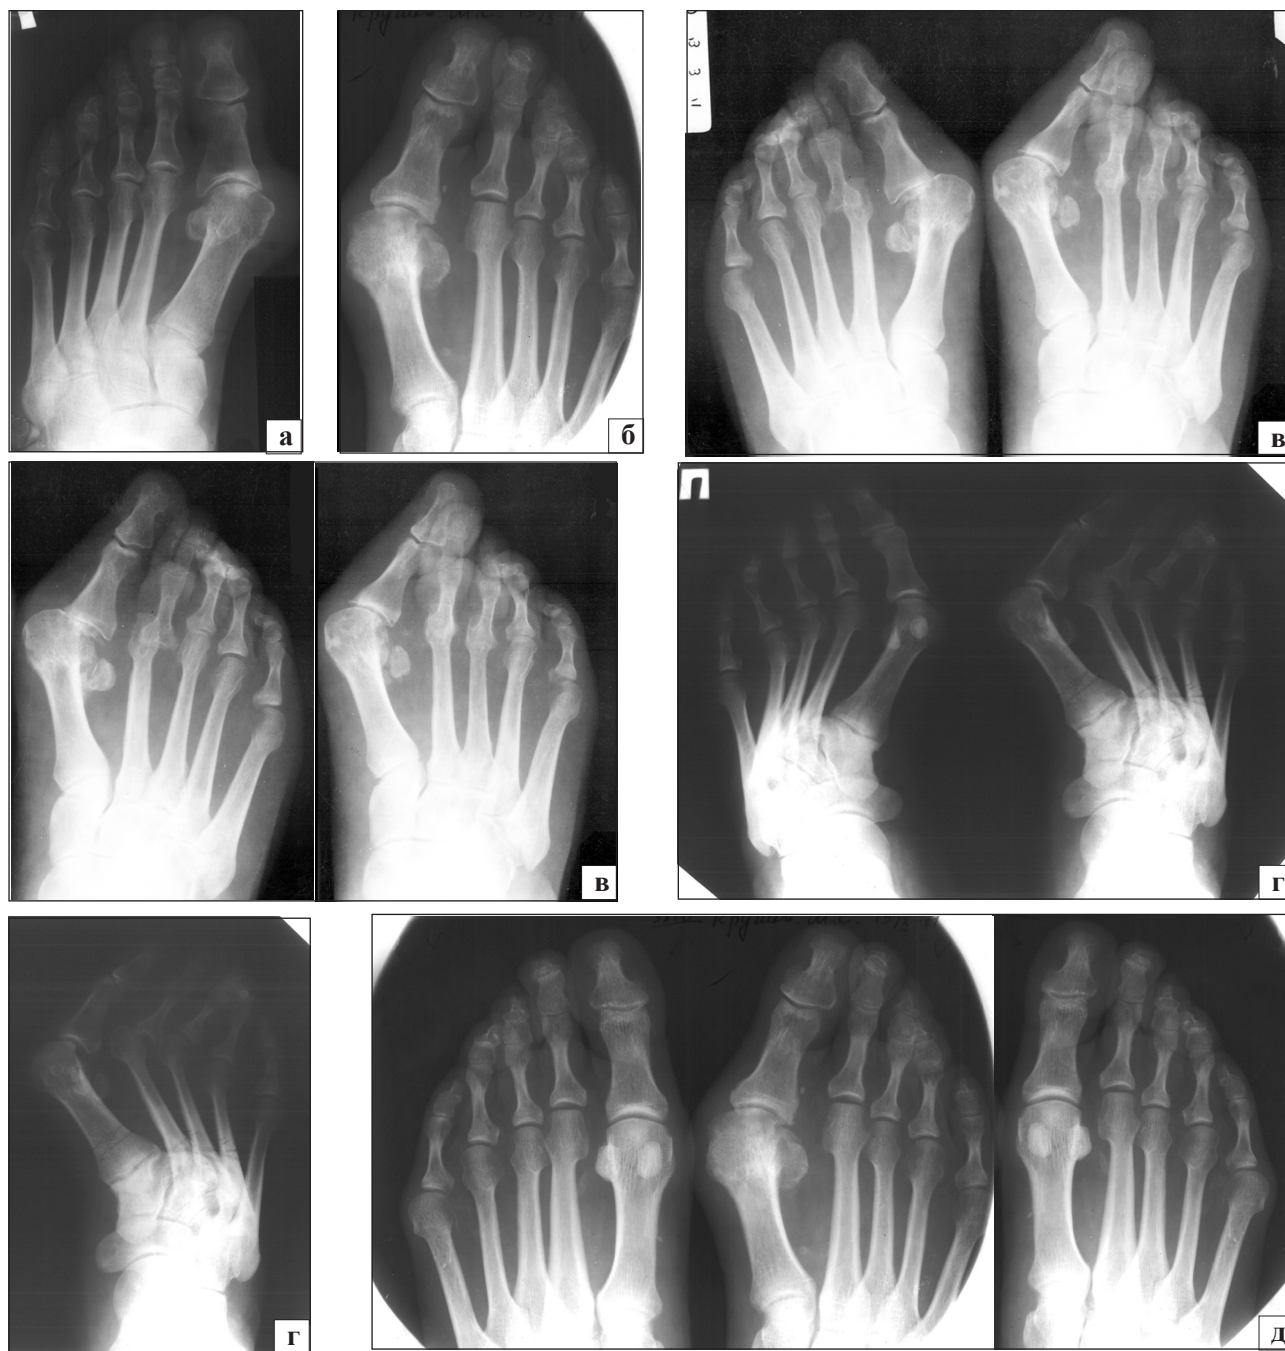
Фото рентгенограмм передних отделов стопы при поперечнораспластанной деформации: а — первый тип; б — второй тип; в — третий тип; г — четвертый тип; д — пятый тип
